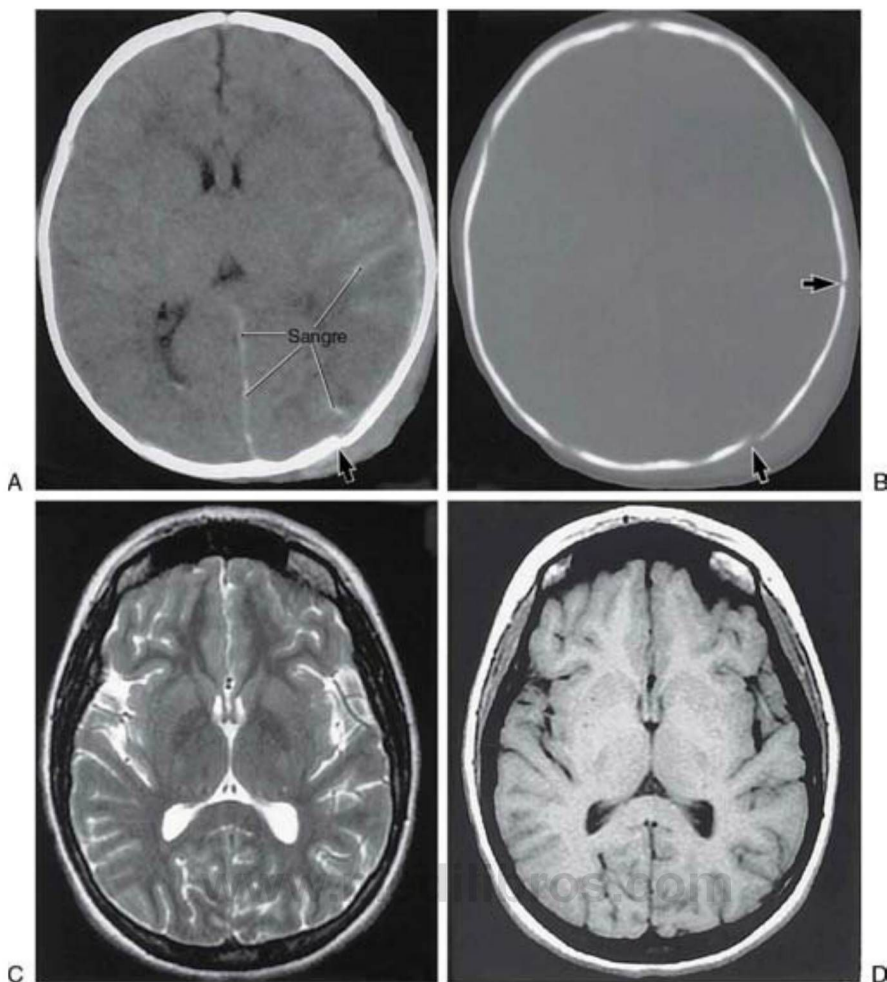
Imágenes de TC (A y B) de un lactante de 2 meses, víctima del síndrome del niño maltratado, y de RM (C y D) de una mujer normal de 20 años. Se observa que, aunque los detalles del encéfalo en la TC se aprecian peor que en las imágenes de RM, la presencia de sangre (A, en la fisura longitudinal cerebral, situada entre ambos hemisferios, y en el parénquima cerebral) es muy evidente. En el mismo paciente, la ventana ósea (B) muestra claramente el contorno craneal, así como la existencia de fracturas craneales (flechas en A y B). En este niño los ventrículos del lado izquierdo están bastante comprimidos, y los giros han desaparecido en gran medida a causa de la presión de la hemorragia en el interior del hemisferio. Esta presión hace que se borren los surcos y giros del lado izquierdo. En la imagen potenciada en T2 (C) el líquido cefalorraquídeo es blanco, las estructuras cerebrales internas se observan con gran detalle y los vasos son bastante evidentes. En la imagen potenciada en T1 (D) el líquido cefalorraquídeo aparece oscuro y las estructuras cerebrales son algo menos evidentes.
